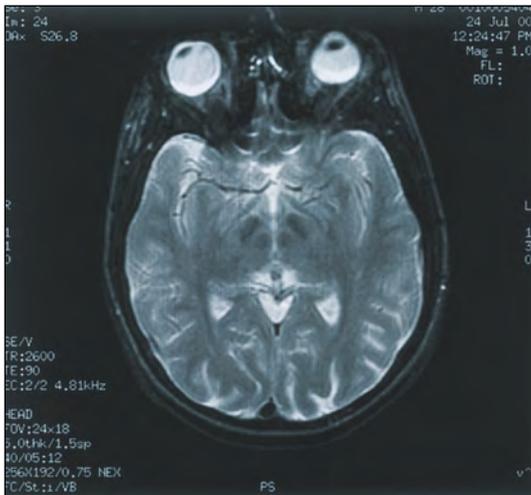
Imagen cerebral axial mediante RM.*
